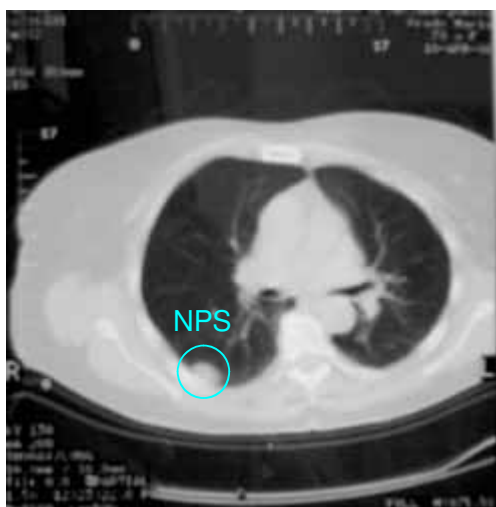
NPS diagnosticat CT
